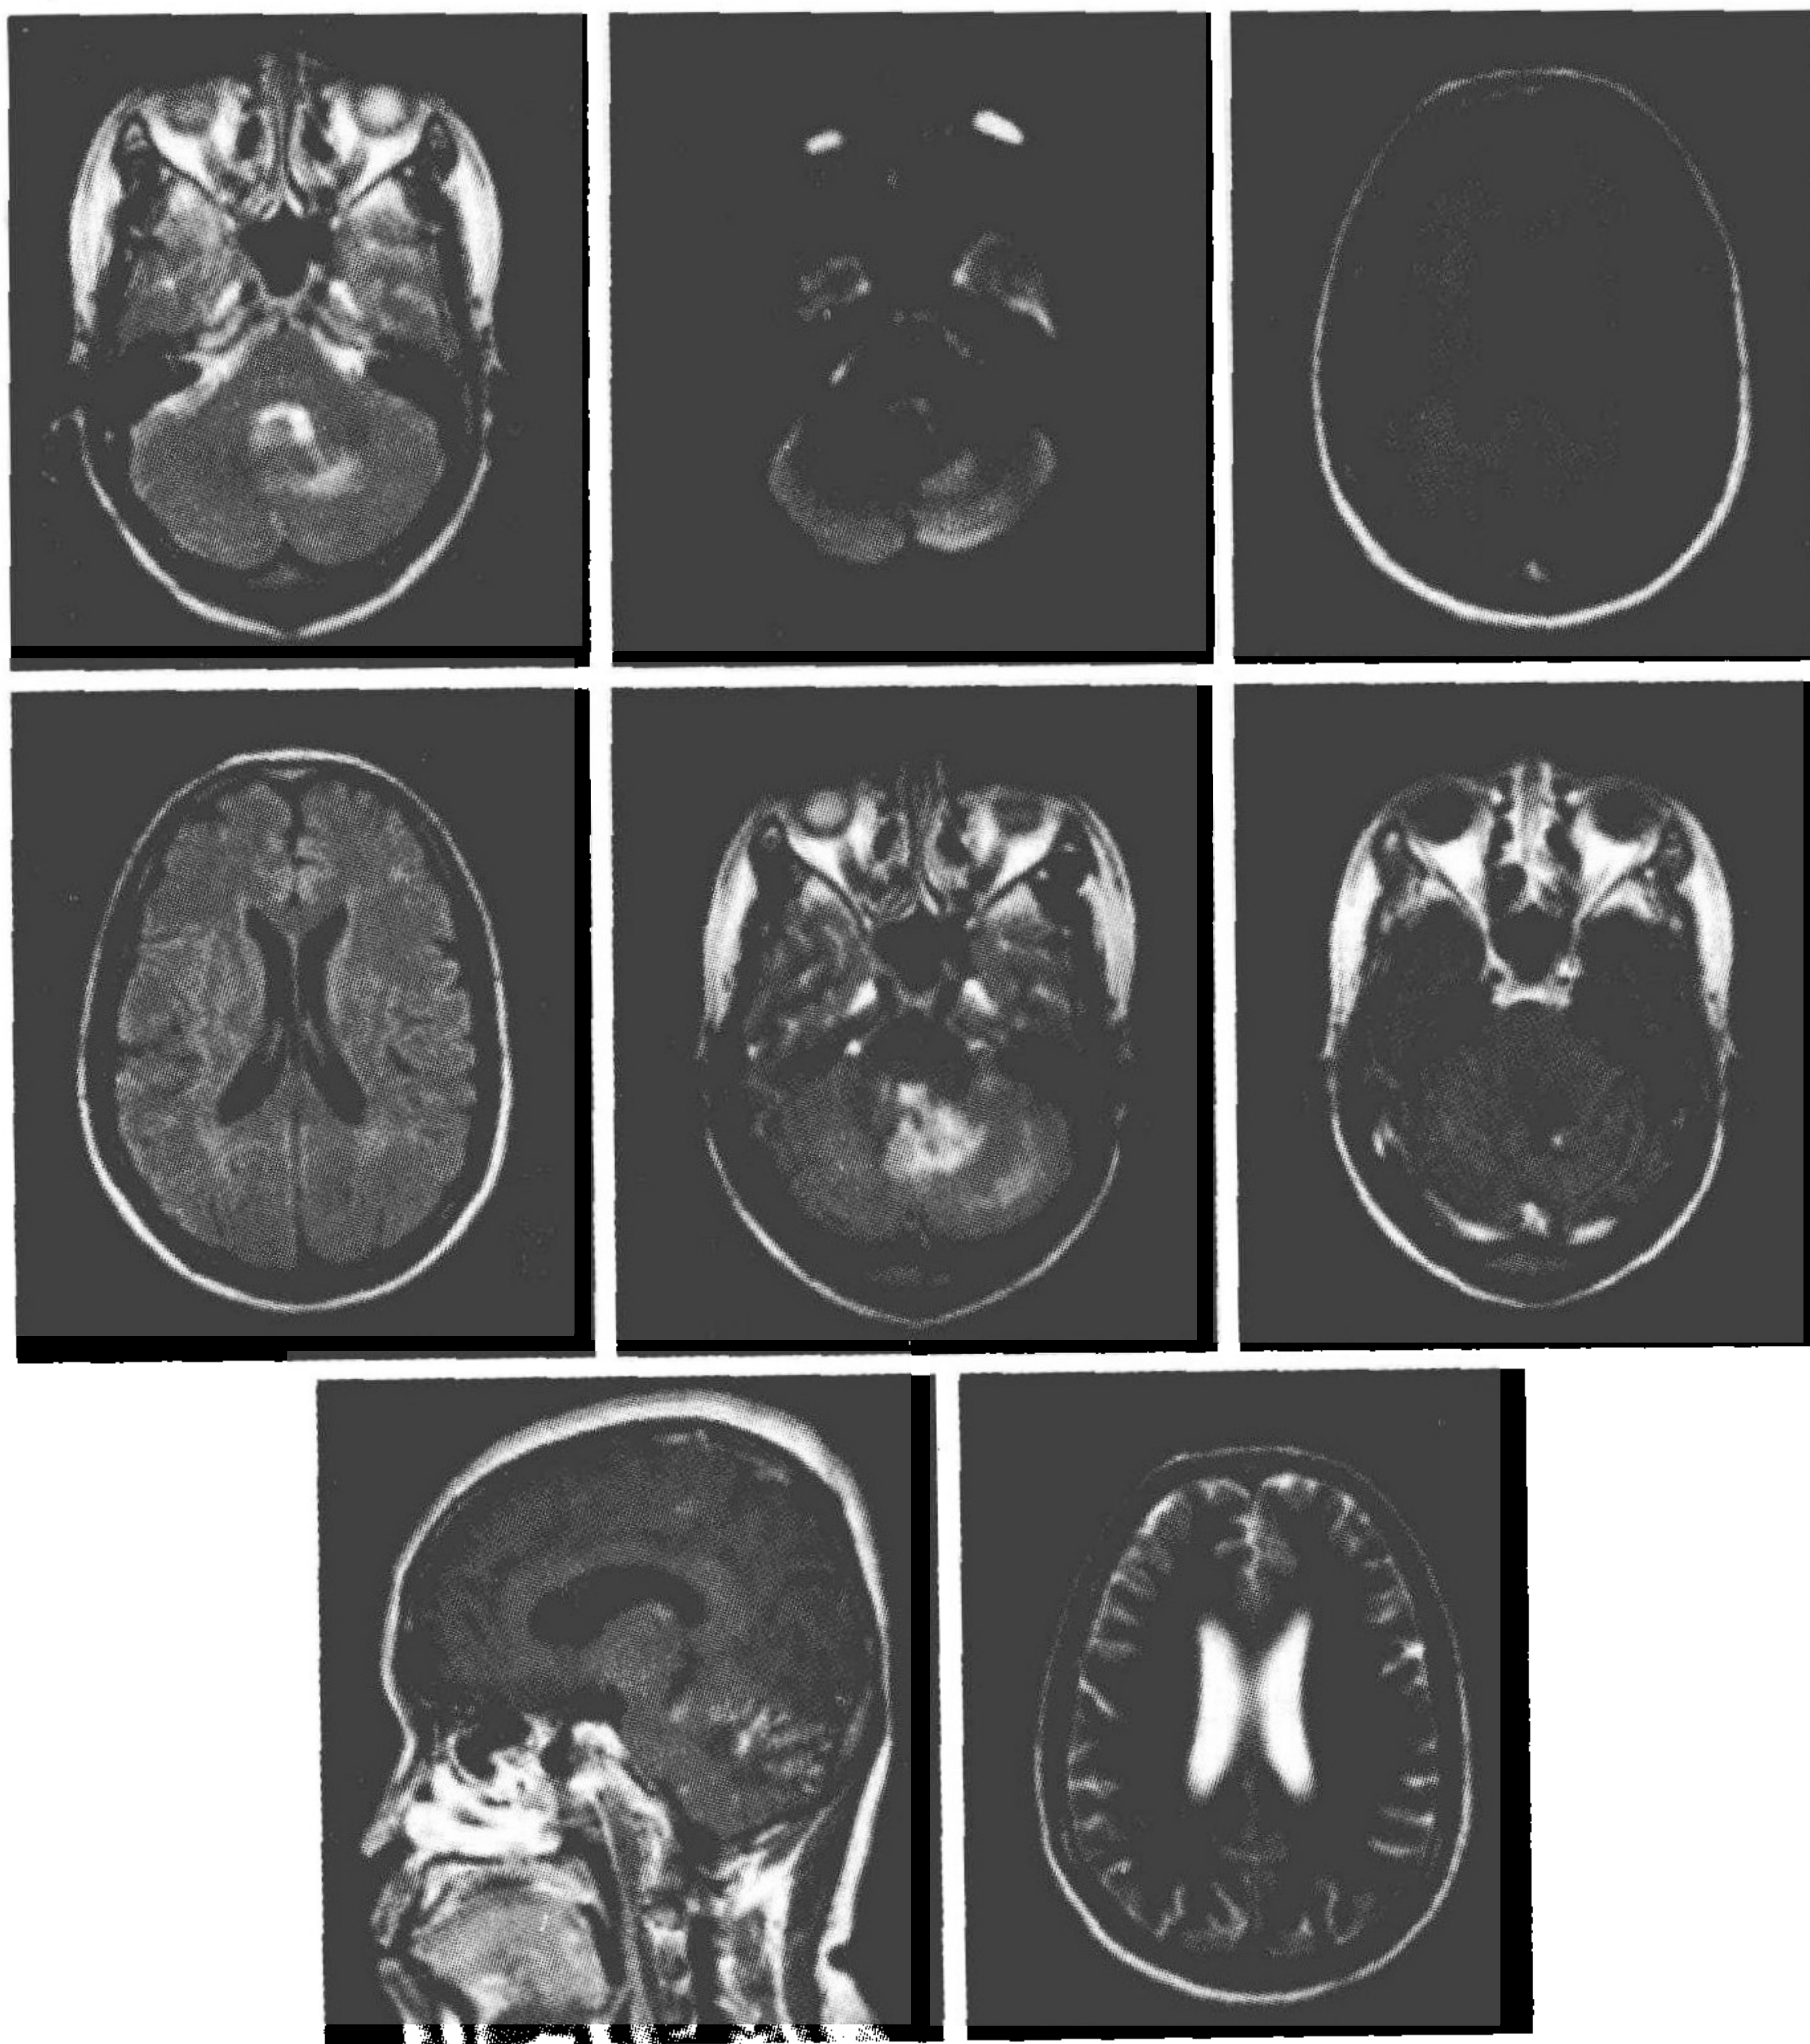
头部 CT 示左侧小脑半球密度稍增高、呈占位性病变,幕上脑室系统略增宽、呈梗阻性脑积水;头部 MRI 平扫+增强(1.5T):右侧丘脑及双侧小脑半球近桥臂各见一斑片状稍长 T_1 、稍长 T_2 信号,小脑膜明显强化,大脑半球软脑膜线样强化,双侧侧脑室稍扩大
